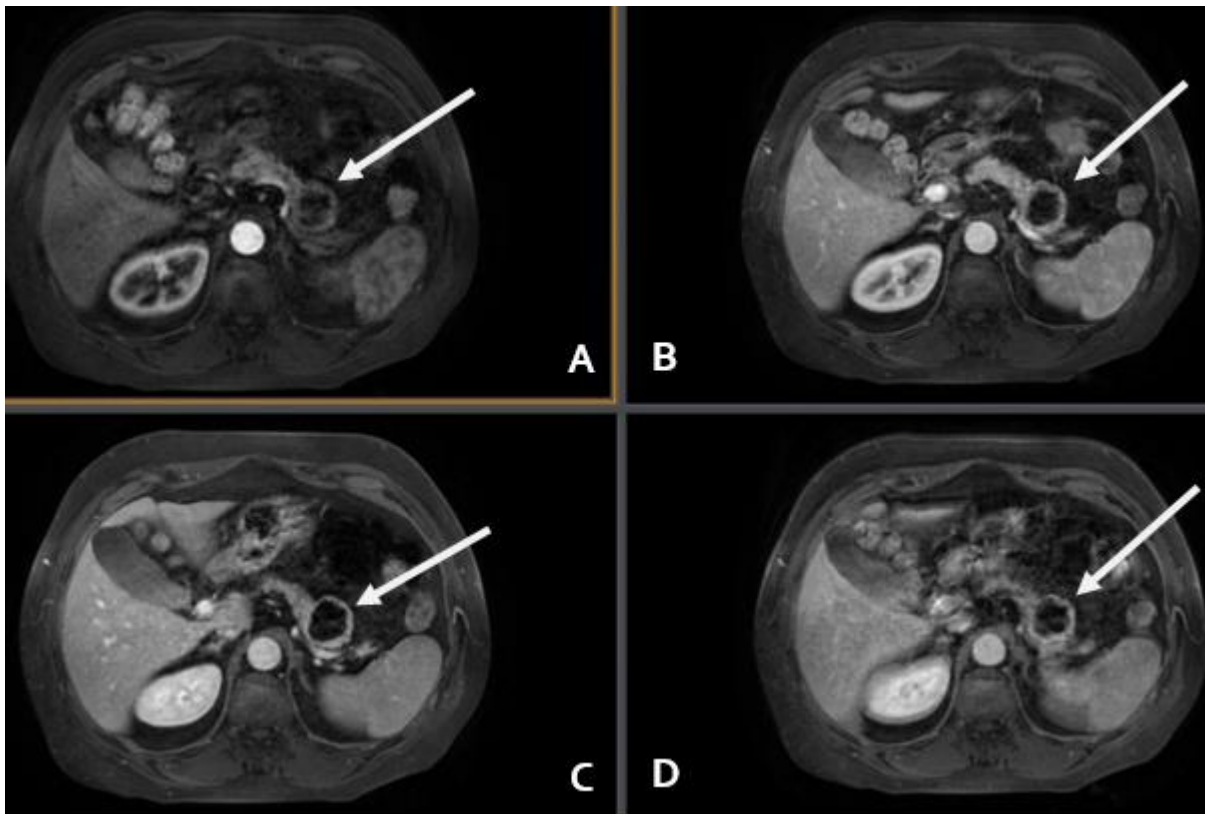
IRM abdominale (A+B+C+D) : Séquences en pondération T1 après injection de PDC et saturation de la graisse : rehaussement pariétal progressif au temps artériel, portal et tardif de la lésion kystique évoquant la nature neuroendocrine
